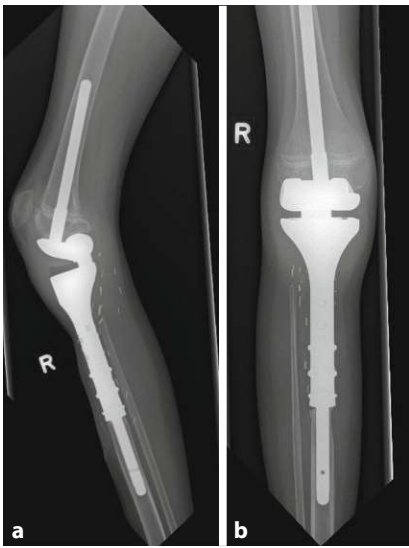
▲ Postoperatives Röntgenbild in 2 Ebenen (a lateral, b a.-p.) mit einer Tumorprothese der proximalen Tibia. Erläuterung s. Text
